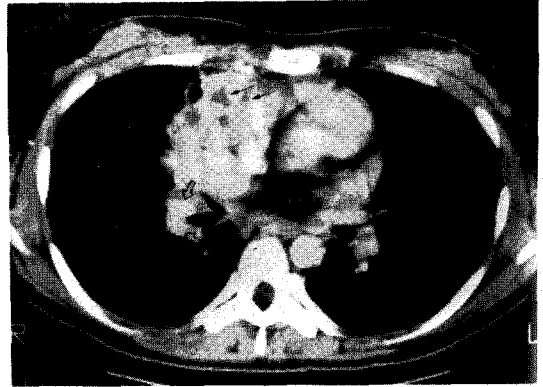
Chest CT scan: Large parenchymal mass lesion on right upper lobe and tubular low density within dilated bronchus from mucoid impaction (black arrows). Note the calcification posterior aspect of the mass (white arrow).
